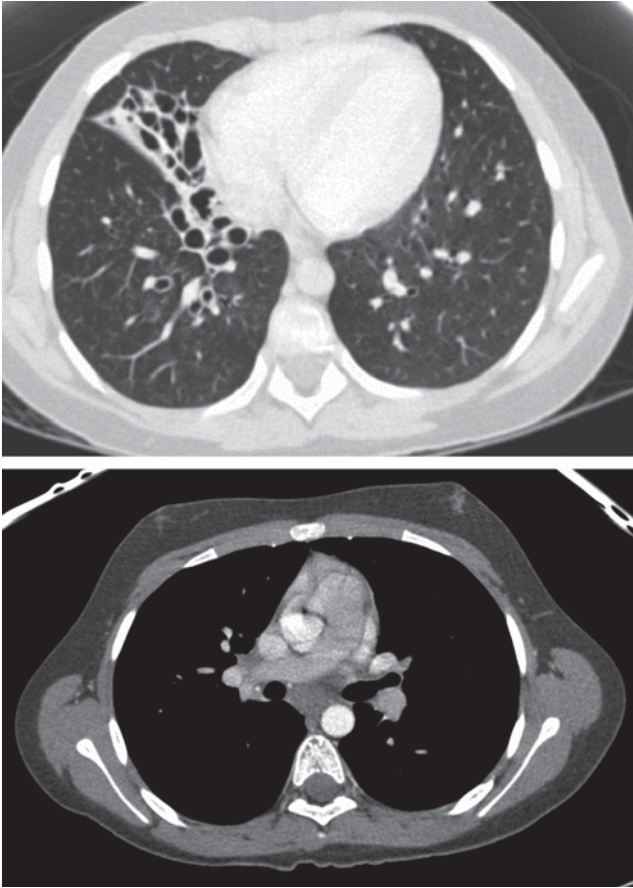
TC tórax corte axial; ventanas mediastino (inferior) y pulmón (superior): control del previo (Fig. 2) donde se observa disminución de tamaño de las adenopatías y bronquiectasias.
